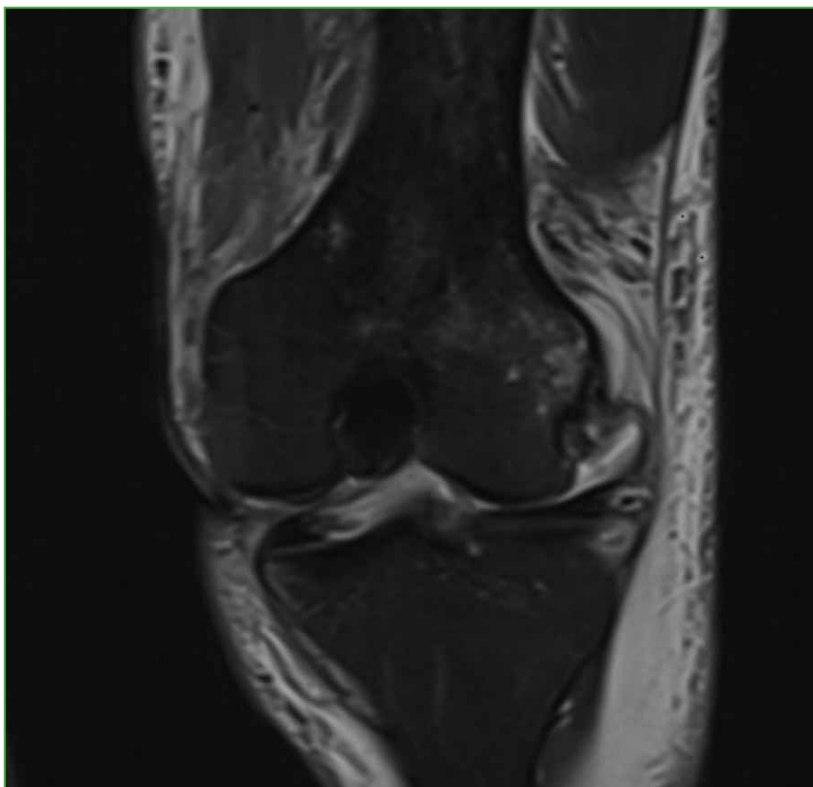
Resonancia magnética de rodilla, corte coronal. Interposición de estructuras mediales y pérdida de la congruencia articular, con subluxación.
